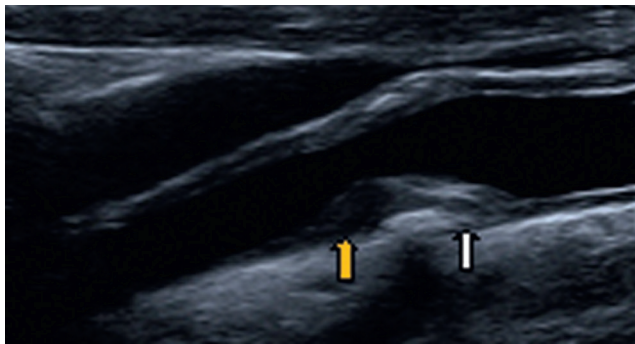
Plaque hétérogène particulière constituée de 2 zones adjacentes d'échogénicité différente. La partie inférieure de la plaque est hyperéchogène (flèche blanche) et la partie supérieure est hypo-échogène (flèche jaune). Il s'agissait d'un thrombus accolé à une plaque, confirmé par la macroscopie (3 AIT en 2 jours). Cette plaque ne prenait pas le contraste ultrasonore.
